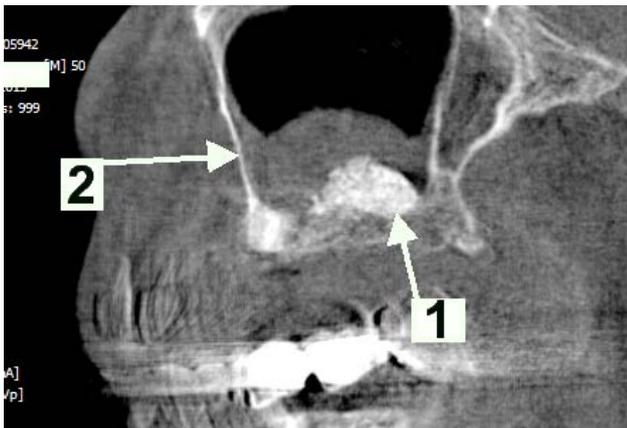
Конусно-лучевая компьютерная томография верхнечелюстного синуса через 3 месяца после операции «синуслифтинг». Сагитальный срез:
